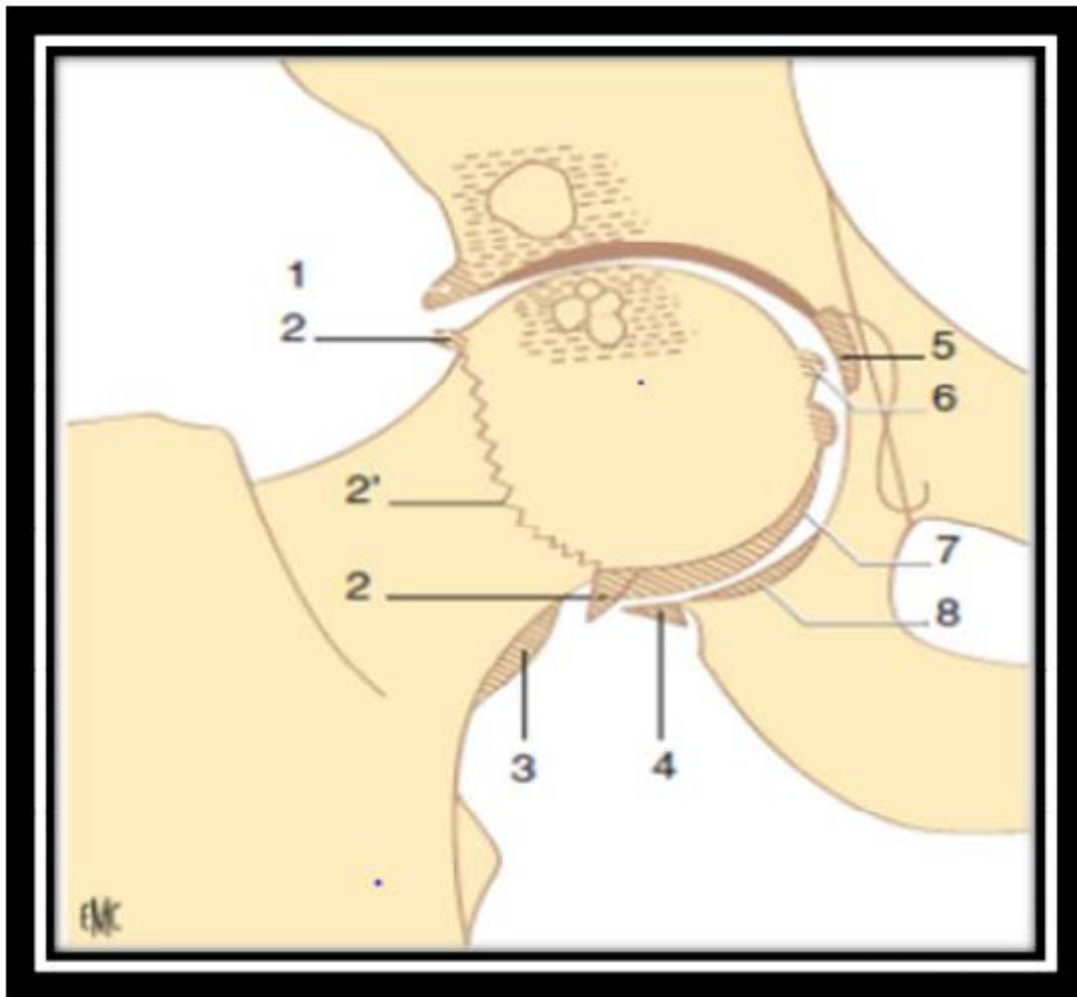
Les 4 signes radiographiques de la coxarthrose.
